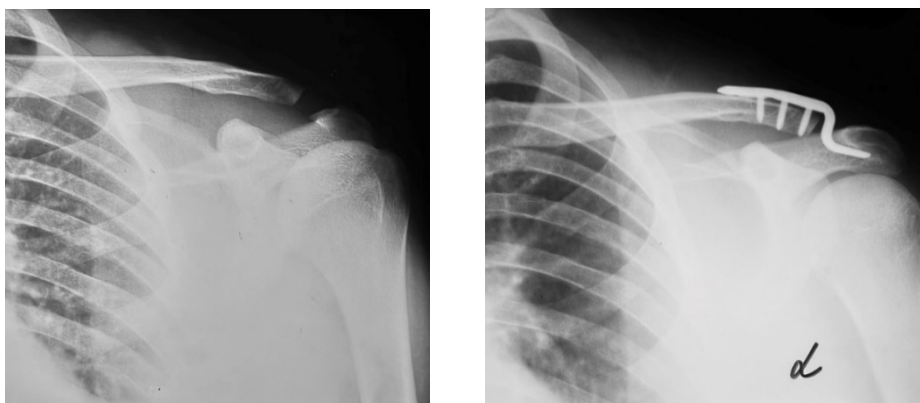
Пациент Б., рентгенограммы до и после операции
